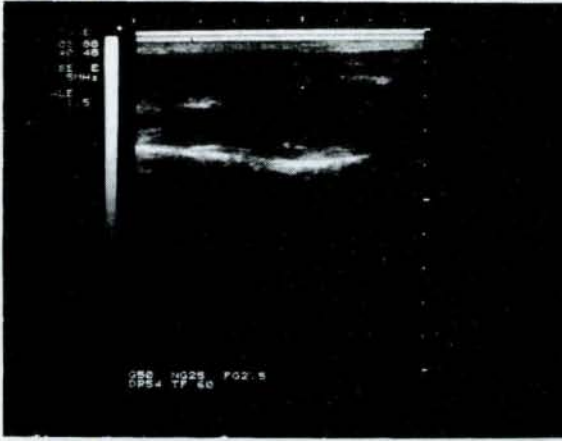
Olgu 1'in longitudinal sonogramı.
